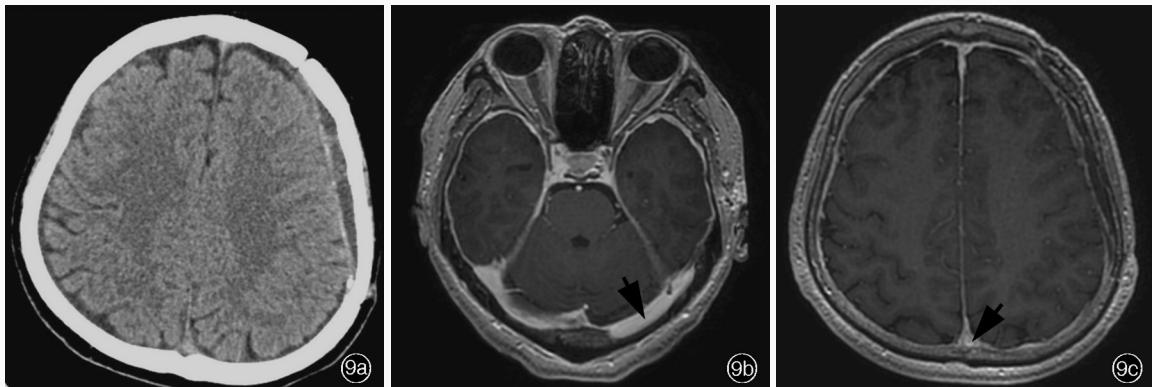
出院后头部影像学检查所见 9a 横断面CT(2021年9月2日)显示双侧硬膜下血肿吸收 9b 横断面增强T₁WI(2021年10月26日)显示左侧横窦未见充盈缺损影(箭头所示) 9c 横断面增强T₁WI(2021年10月26日)显示上矢状窦仅见少许充盈缺损影,显影较前改善(箭头所示)
